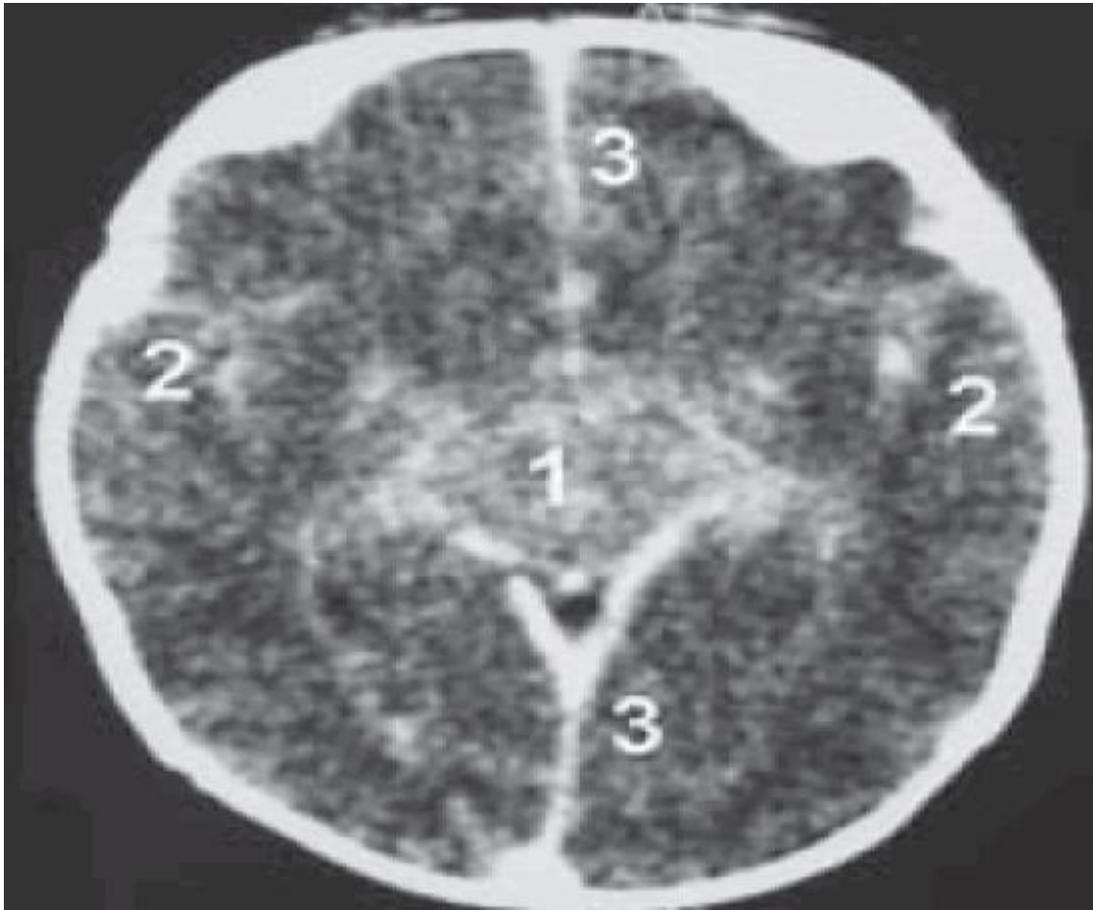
TC de cerebro sin contraste. Traumatismo durante el parto. El examen muestra imágenes lineales hiperdensas, que indican hemorragia aguda y se localizan en el espacio subaracnoideo en la cisterna supracelular (1), valles Silvianos (2) y Espacio interhemisferico (3).
